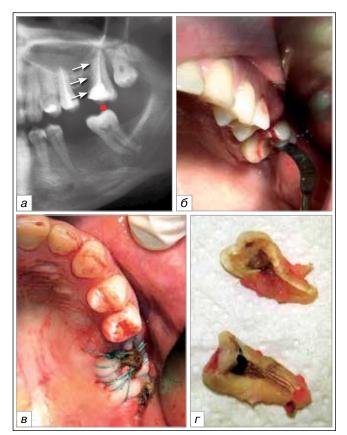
Пац. П., 47 лет. Продольный перелом корня 2.7 зуба. На рентгенограмме (а) видна вероятная причина перелома зуба в виде обширной реставрации коронковой части 2.7 зуба и суперконтакта с антагонистом — 3.7 зубом ●. Вид щели перелома (б), лунки после удаления (в) и фрагментов удаленного 2.7 зуба (г)
